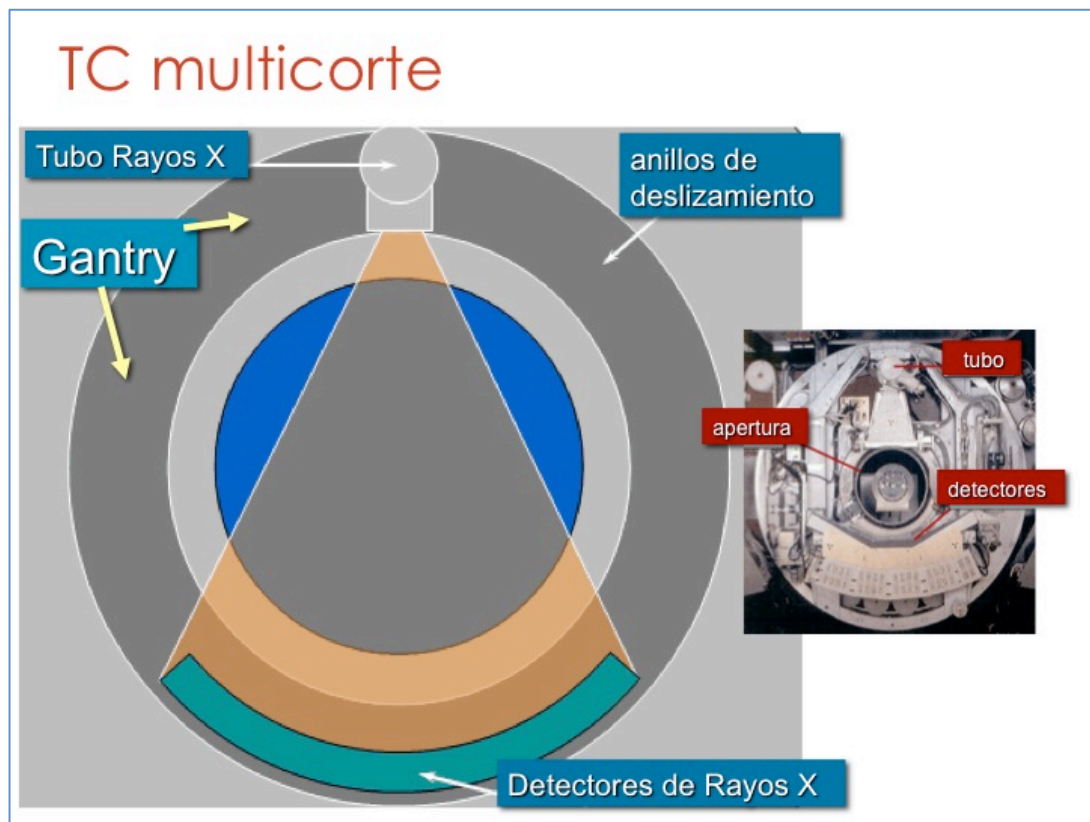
El TC multicorte (o multidetector) consta de un tubo de Rx y unos detectores de los Rayos (opuestos al tubo), que se mueven a través de unos anillos de deslizamiento por una carcasa o Gantry.
